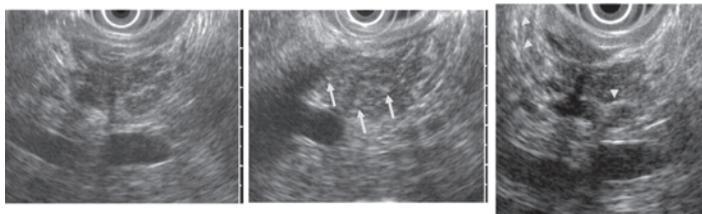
慢性膵炎のEUS所見。左から、(2)不規則な分葉状高エコー、(3)点状高エコー(矢印)、(4)索状高エコー(矢頭)を示す。
